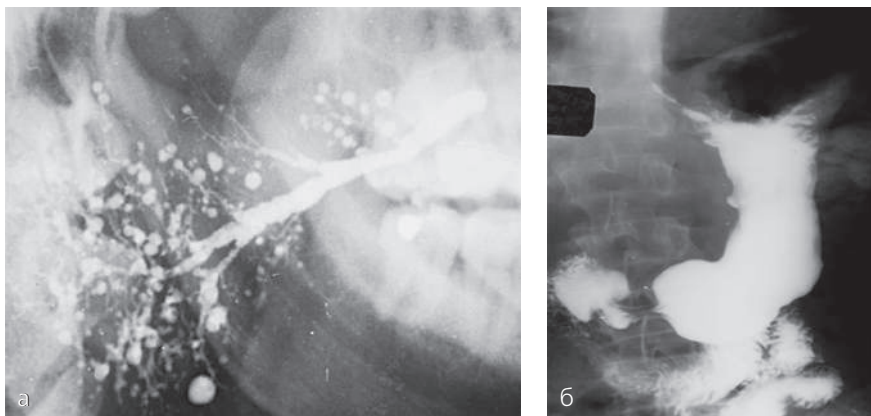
Сиалограмма околоушной слюнной железы справа (а). Главный проток несколько расширен, прослеживается на всем протяжении, протоки 2–4-го порядка не визуализируются, контрастное вещество скапливается в участки округлой формы диаметром 1×2; 2×3 мм. Хронический сиалоаденит; б – рентгенограмма желудка с контрастированием бариевой взвесью (методика тугого наполнения). По малой кривизне визуализируется симптом «ниша», вокруг которой определяется воспалительный вал. Язвенная болезнь желудка
